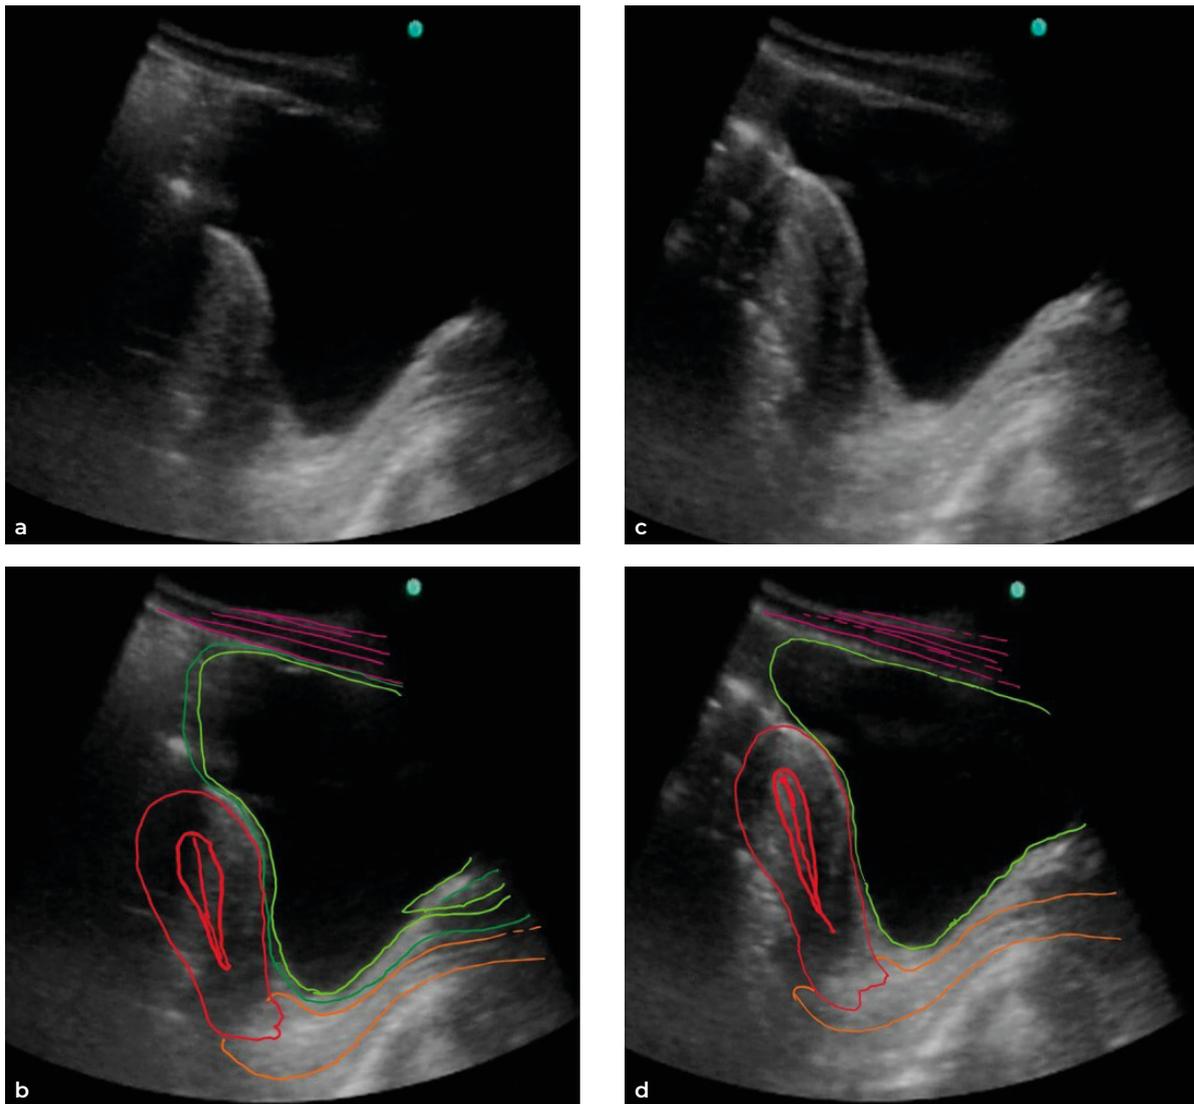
Ecografia transaddominale degli organi pelvici anteriori, in scansione sagittale mediana, durante un'inspirazione diaframmatica profonda (a,b) e in espirazione (c,d). Lo spostamento dei visceri durante l'iperpressione addominale segue una traiettoria infero-posteriore, aumentando la curvatura a concavità posteriore della vagina per la contrazione del puborettale. Si può notare anche l'impronta del fondo uterino e del tenue sulla cupola vescicale, oltre all'angolo uretro-vescicale che si modifica. *Verde*: vescica e uretra. *Rosso*: utero. *Arancione*: vagina. *Viola*: muscolo retto dell'addome.
